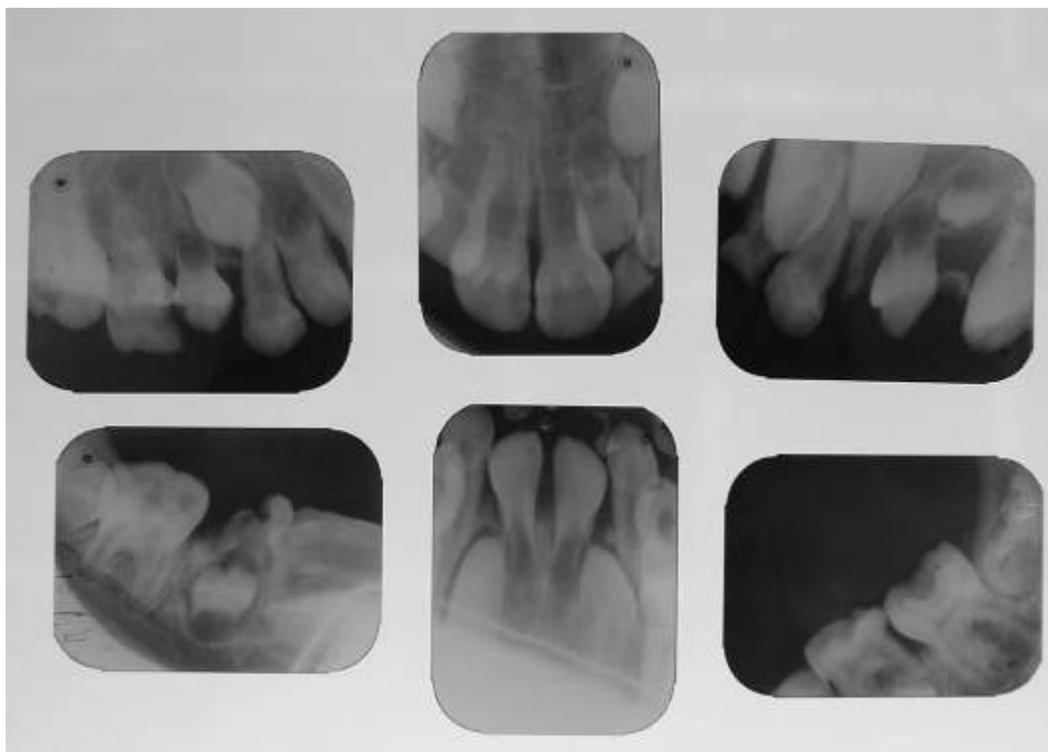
Radiografías Periapicales.
